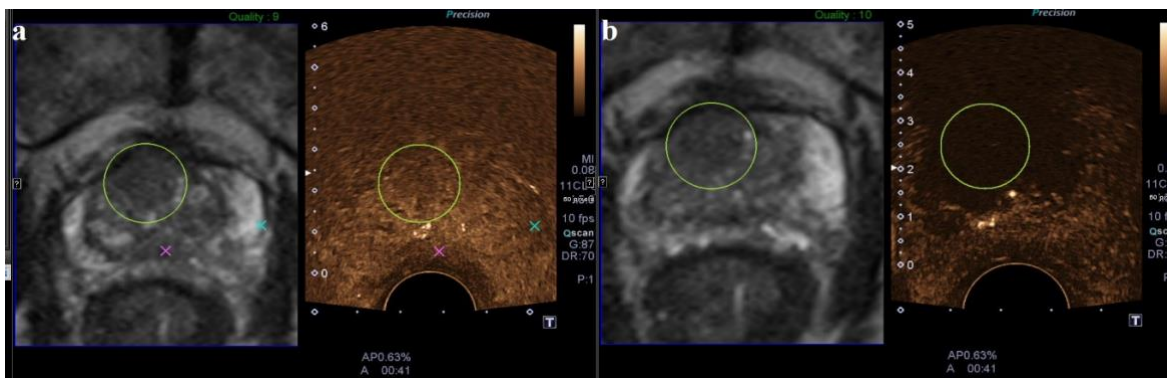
Kontrolle der IRE-Intervention mittels CEUS: a) Bildfusion mit MRT DICOM-Datensatz. Im Rahmen der IRE präinterventionell durchgeführte CEUS Untersuchung mit Kreismarkierung im tumorsuspekten Areal. b) Darstellung des postinterventionellen Defektareals in der behandelten Region mit Devaskularisation, und folglich großflächiger, fehlender Kontrastmittelaufnahme (Kreismarkierung).
